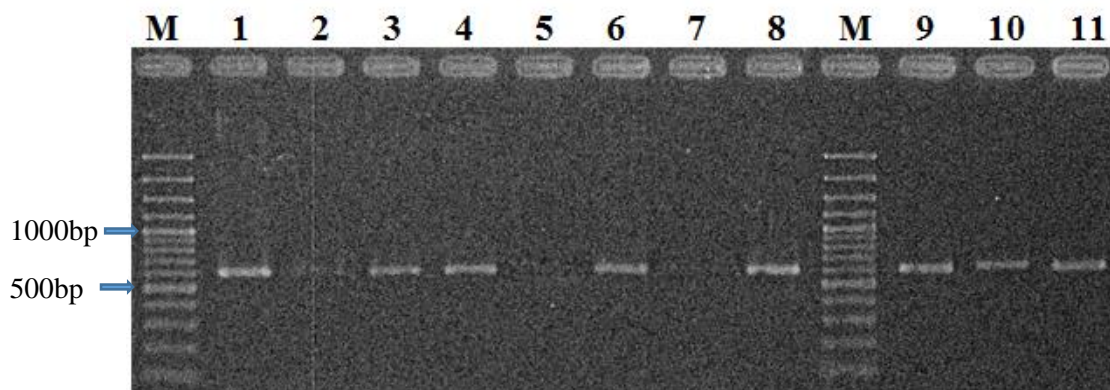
Amostras testadas com *primers* de *GVB* de detecção (gel de agarose 1,5% em TAE (1X) com EtBr). Todas as amostras mostraram banda de amplificação, embora não seja visível banda de amplificação em 5 e 7 devido à qualidade da imagem. Legenda: 1 – Cr(3), 2 – Ai(3), 3 – BdA(3), 4 – TM(3), 5 – MF(3), 6 – GP(3), 7 – Ca(3), 8 – Se(3), 9 – CT(3), 10 – Mo(3), 11 – Br(3), 12 – controlo negativo do PCR.
